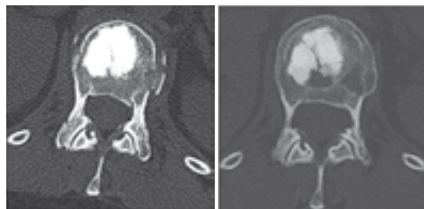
Lysezone in der 1-Jahres-Kontrolle im CT
